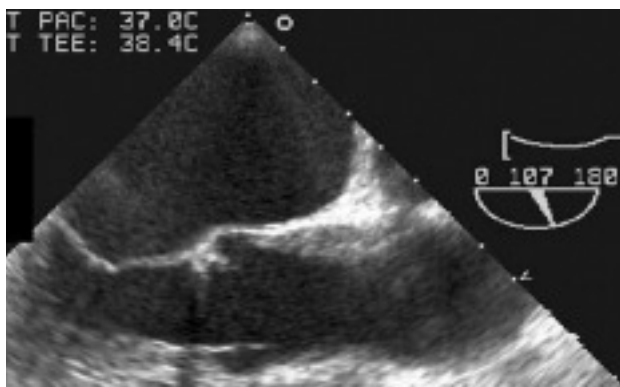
Ecocardiograma transesofágico donde puede observarse la existencia de un hematoma intramural en la aorta ascendente. Según la nueva propuesta realizada por Erbel et al, esta entidad debe tratarse como una disección aórtica tipo A.
